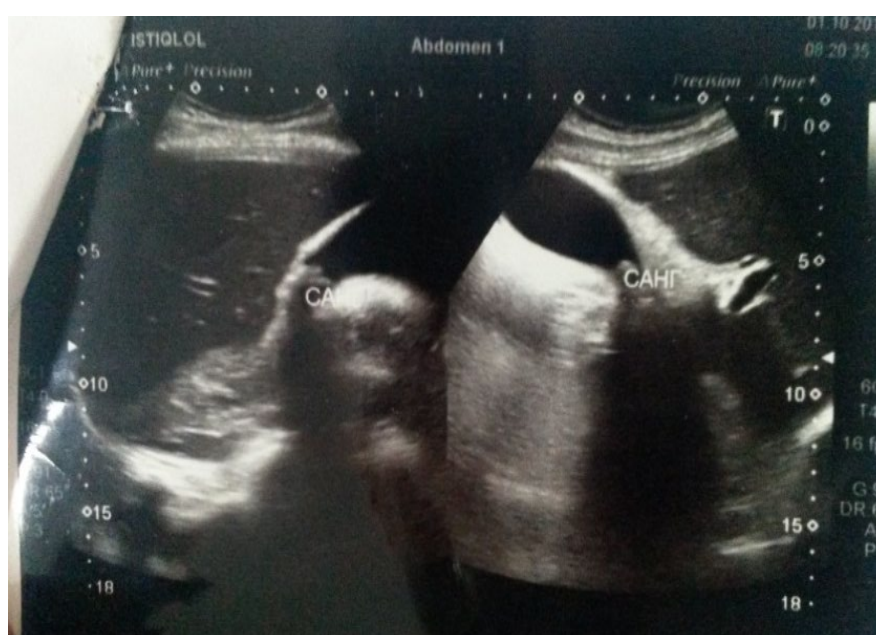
УЗИ. Острый холецистит без деструкции
